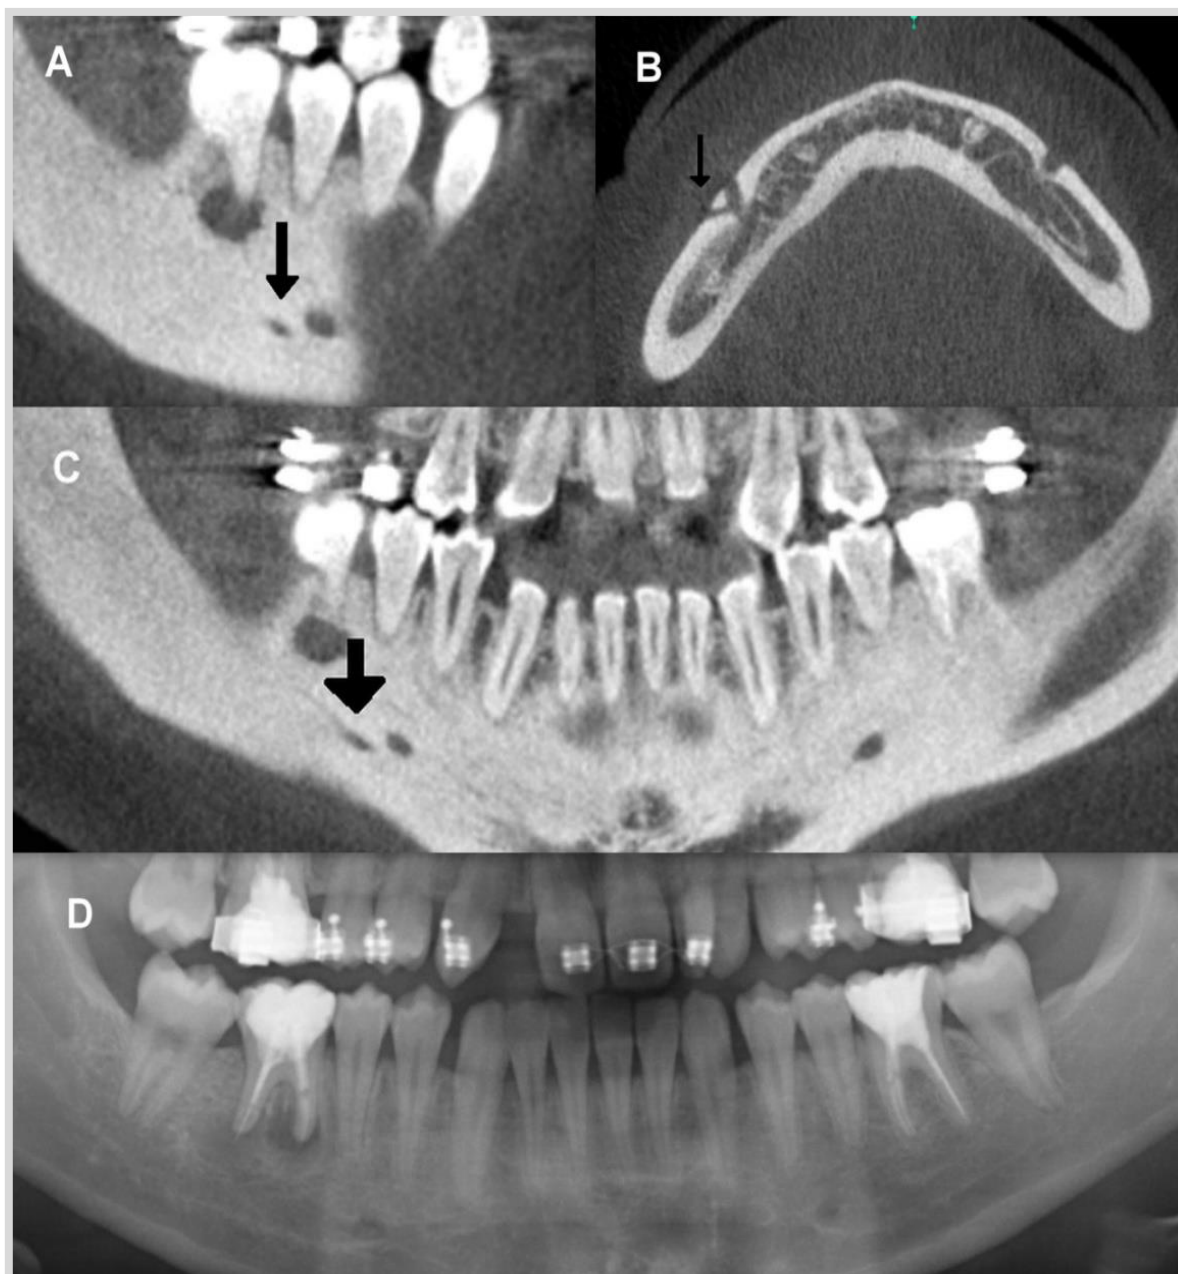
Comparación entre imágenes de tomografía computarizada de haz cónico (CBCT) (A,B,C), y de ortopantomografía (D) en la mandíbula del mismo paciente. Reconstrucciones sagital (A), axial (B) y para-panorámica de CBCT revelan la existencia de una ramificación accesoria del foramen mentoniano (FM) en dirección posterior, emergiendo en la cortical a través de un FM accesorio. En la ortopantomografía solo es posible identificar el FM (D)
